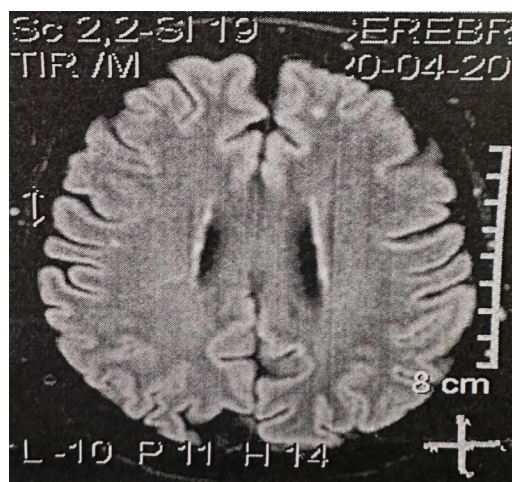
RMN de encéfalo que muestra señales hiperintensas en secuencias T2 y Flair en sustancia blanca fronto-temporo-parietal bilateral
